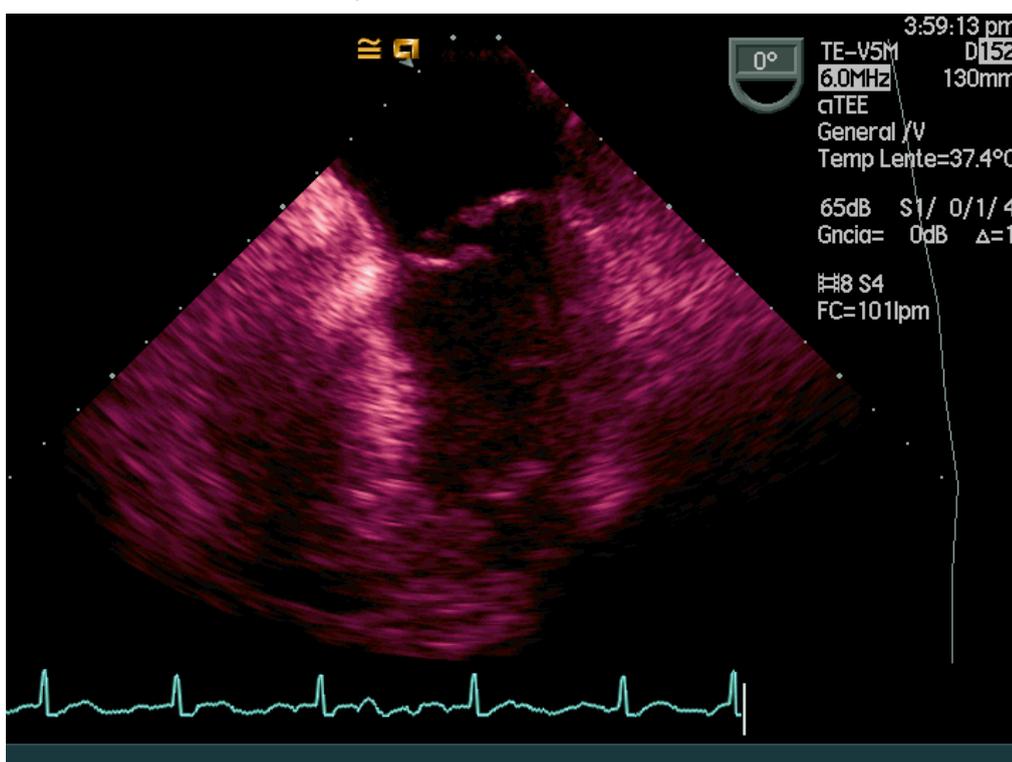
Ecocardiografía de eversión mitral. Gentileza del Dr Ruiz Bailén (SCCU Hospital de Jaén).
